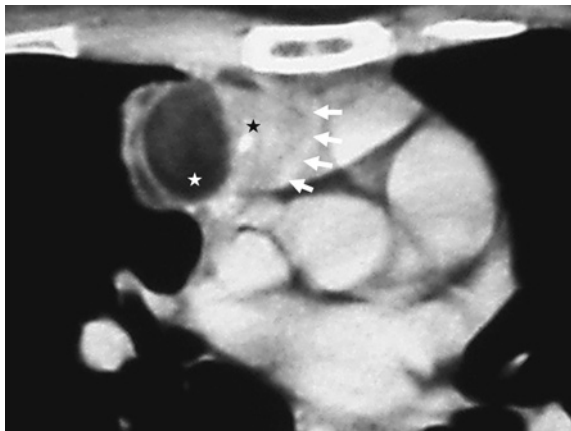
Contrast-enhanced chest CT scan reveals irregularly margined anterior mediastinal mass with fat or oil component (HU = -50) (☆ white star) and partial calcification of the wall (★ black star). The mass is seemed to be focally directly invading to the pericardium (arrows).
